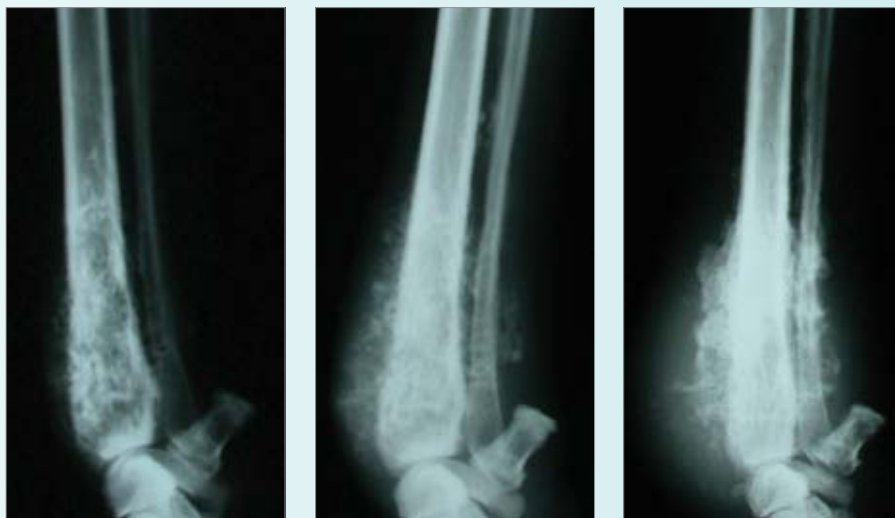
Рентгенограма місцевого прогресування пухлини
